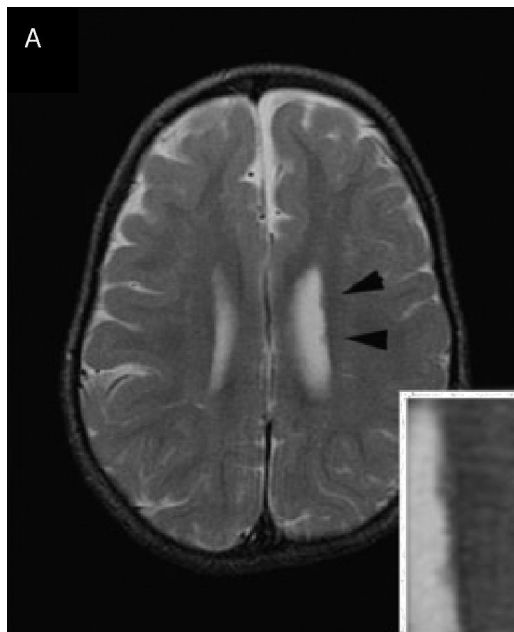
Heterotopia nodular periventricular. La figura corresponde a la resonancia magnética de un paciente con diagnóstico de síndrome de delección 1p36.
